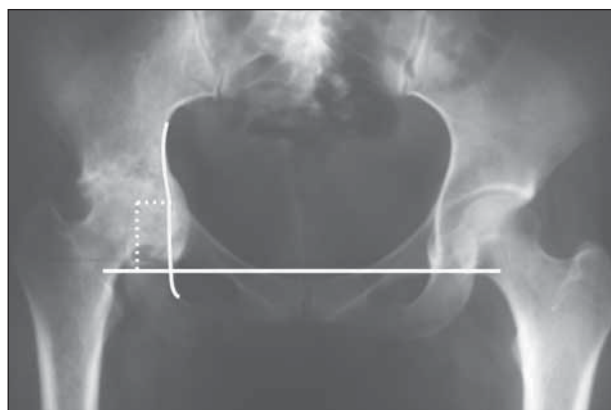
Radiografía donde se destaca la línea ilioisquiática (línea continua horizontal), la línea que une ambas imágenes en lágrima (línea punteada corta), la coordenada horizontal y (línea punteada) la coordenada vertical (véase el texto); en la intersección de ambas se marca el centro de rotación de la cadera.
